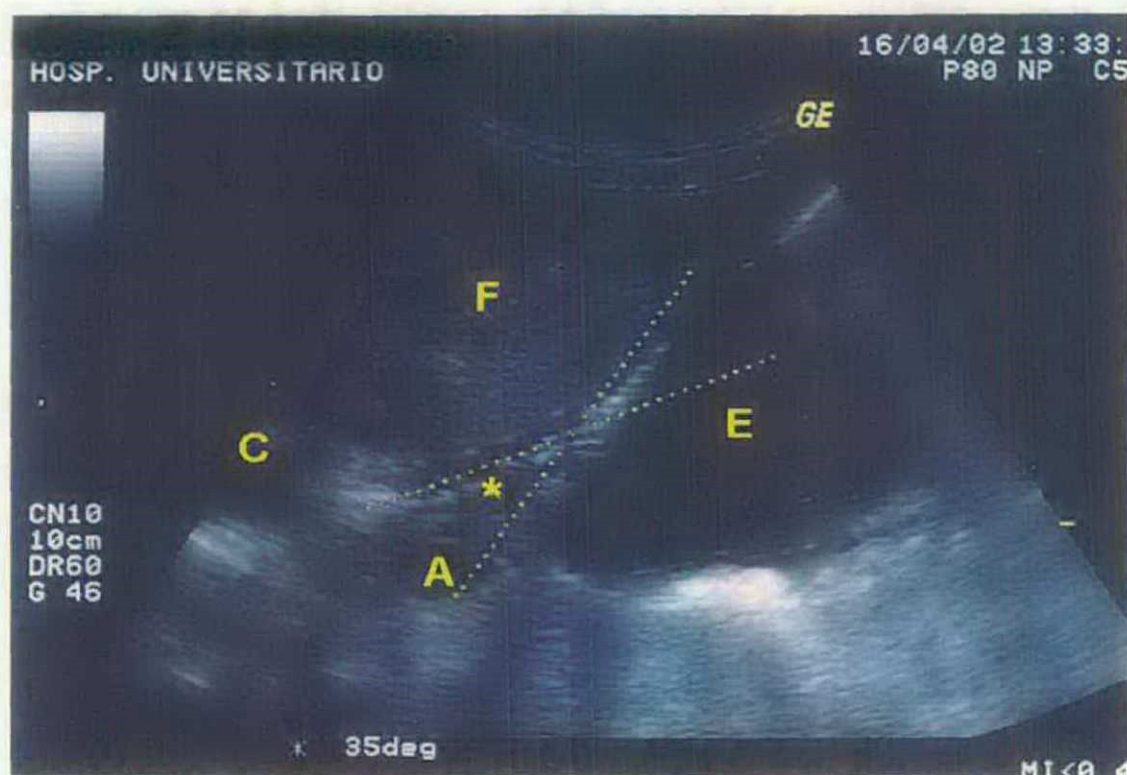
Mensuração do comprimento do esôfago intra-abdominal (\* · · \*) na ultra-sonografia, (F) fígado, (E) estômago, (C) coração, (A) aorta.
